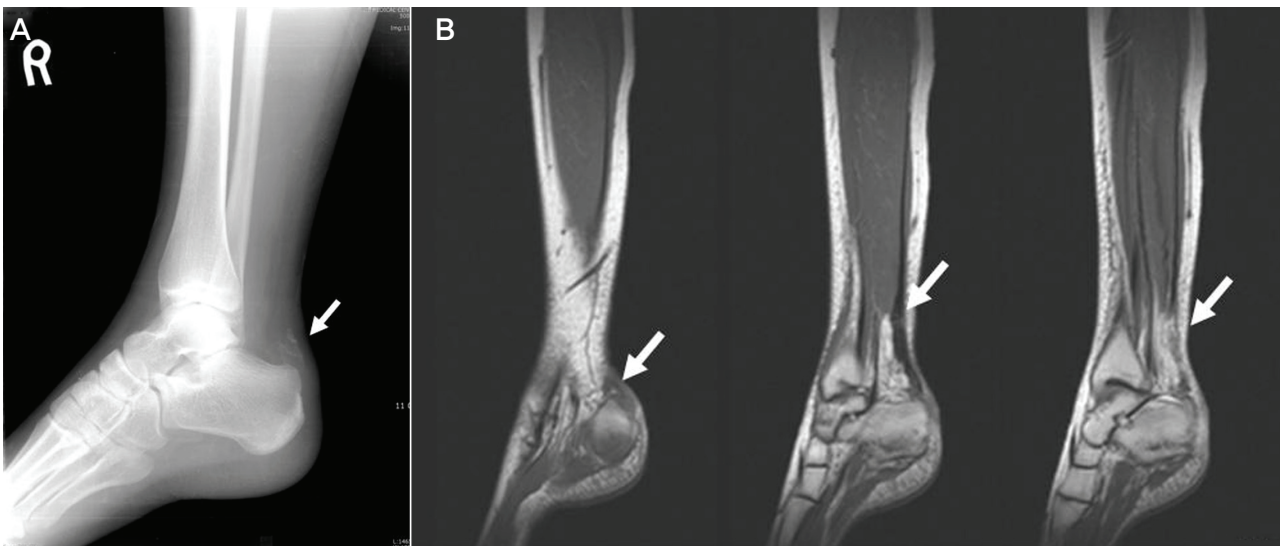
(A) Plain radiograph shows avulsion fracture of calcaneus (B) MRI shows partial tear in Achilles tendon, just above calcaneal attachment portion with surrounding fluid collection.
